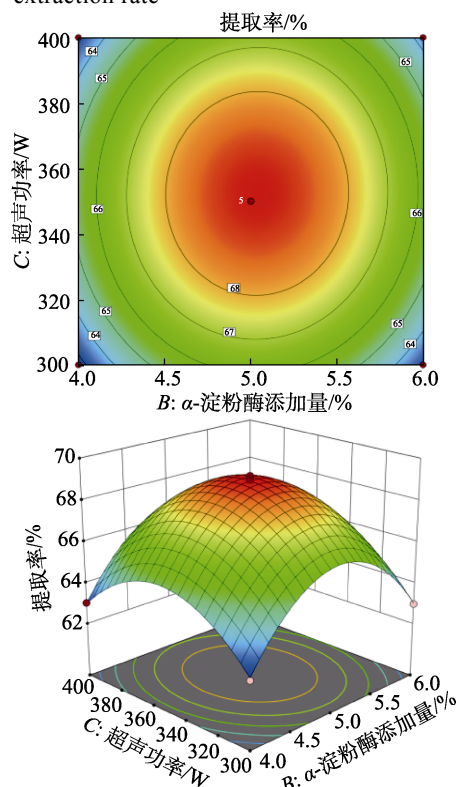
α -淀粉酶添加量与超声功率的交互作用对AADF提取率影响的响应面图
